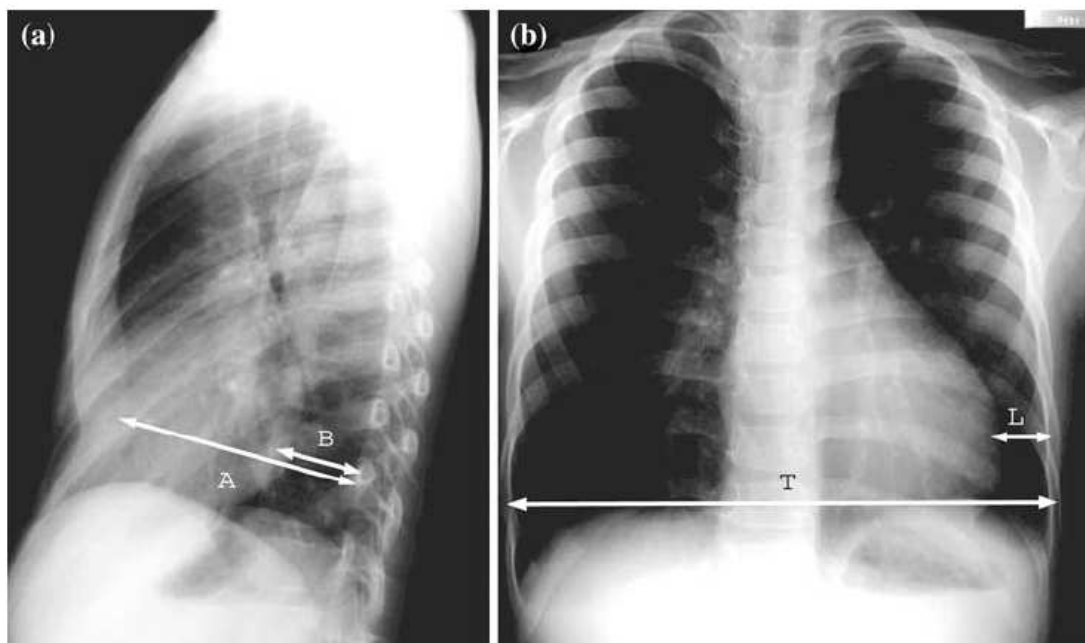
Vertebralindex (a) und left-dislocation-index (b) im Röntgenbild (aus Shimoyama et al. 2008 (174))
